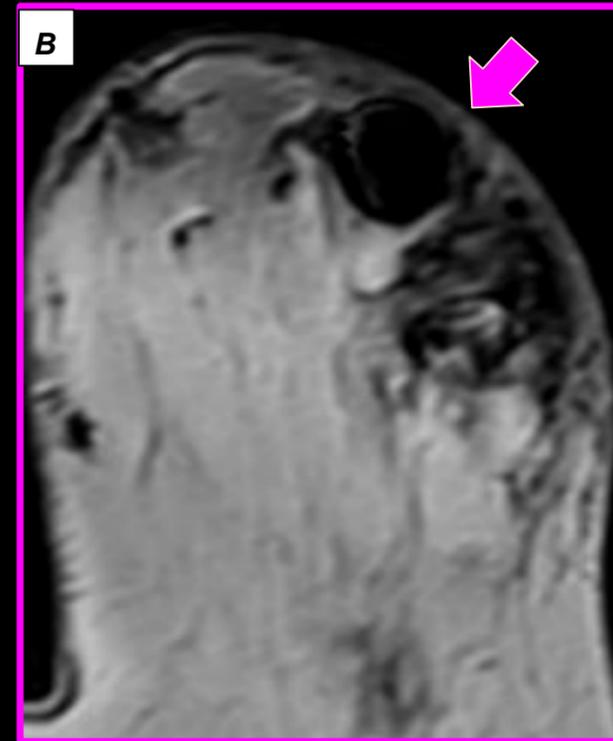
RM A y B) Secuencia silicona only y silicona invertida, se observa siliconomas en sector externo de mama izquierda (flechas violetas), paciente con antecedente de retiro de implantes hace 3 años , por ruptura extracapsular C) Imagen de ecografía donde se observa siliconoma con signo característico de tormenta de nieve (flecha violeta).
